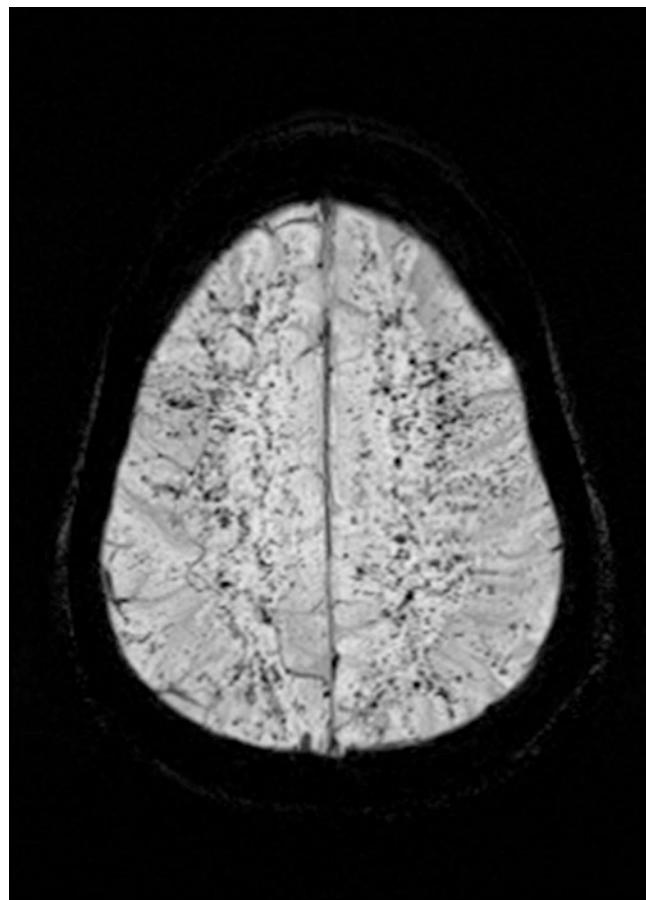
MRT („susceptibility-weighted“ Sequenz; SWI) mit diffusen Scherverletzungen (Hypointensitäten als Korrelat kleiner Blutungen)
